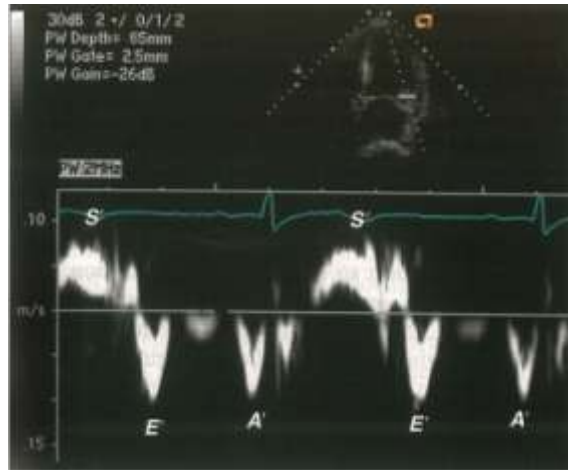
Corte apical 4C com demonstração do Doppler tecidual, com onda E' e onda A' em parede lateral do VE.
